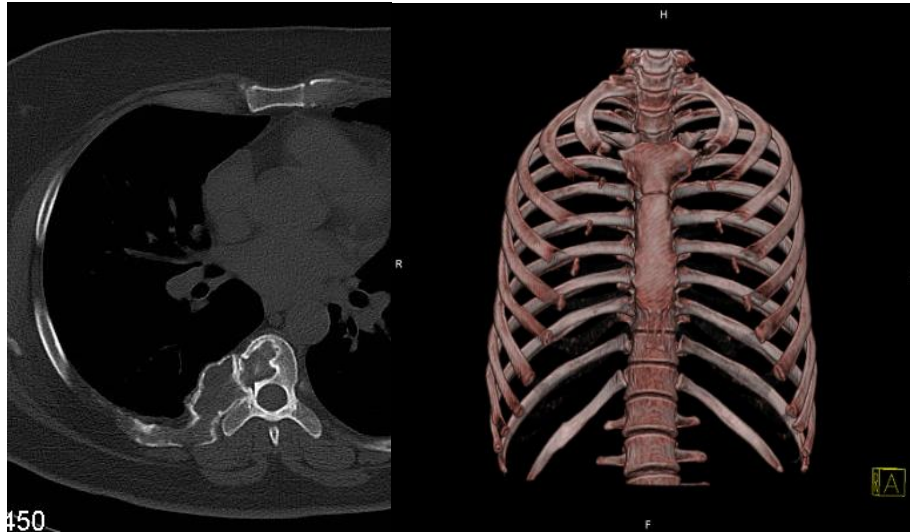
Imágenes de TC. (a) Reconstrucción axial en Ventana ósea, se observa una lesión osteocondral paravertebral derecha, con compromiso de partes blandas. (b) reformateo 3D de parrilla costal, muy útil en caso de lesiones traumáticas que afecten las costillas y en trastornos del desarrollo.
